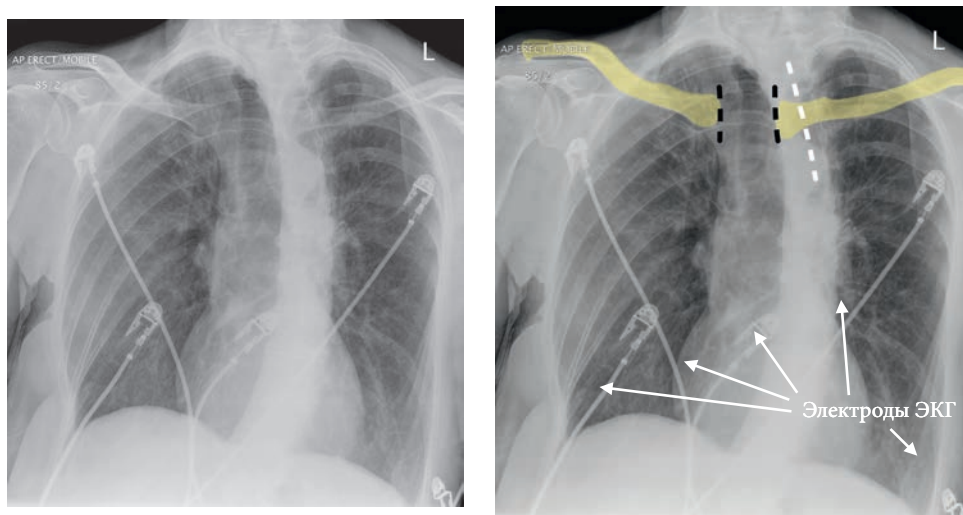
Рентгенограмма органов грудной клетки, полученная с ротацией пациента вправо. Ключицы отмечены желтым, а медиальные концы ключиц — черными пунктирными линиями. Остистые отростки верхних грудных позвонков отмечены белой пунктирной линией. Медиальные концы ключиц отклонены вправо от остистых отростков, т. е. рентгенография выполнена при ротацией вправо.
